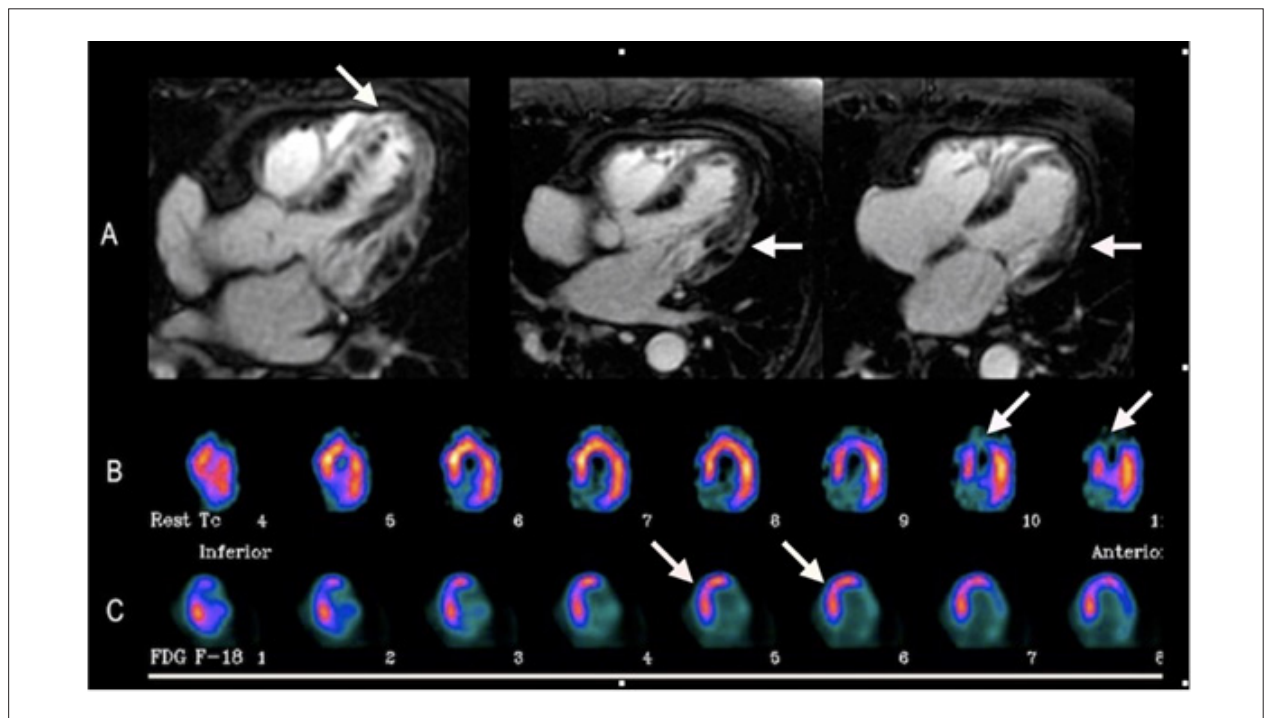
(A) Ressonância magnética cardíaca com gadolínio demonstrando realce tardio na região septo-apical e lateral. (B) Cintilografia miocárdica de perfusão com $^{99\text{m}}\text{Tc}$ -sestamibi – eixo longo horizontal demonstrando hipoperfusão nos segmentos apicais. (C) ^{18}F -FDG-PET/CT com captação anômala do radiotraçador no ventrículo esquerdo, poupando a parede inferolateral, configurando o padrão focal em difuso. FDG: fluordesoxiglicose; PET/CT: tomografia por emissão de pósitrons/tomografia computadorizada.
